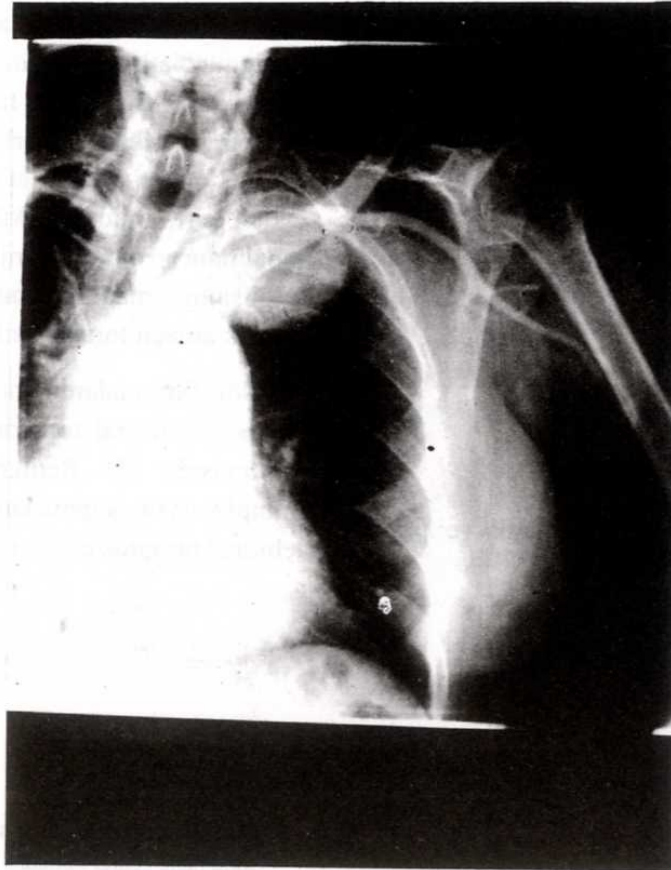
Preop PA AC grafisi.
